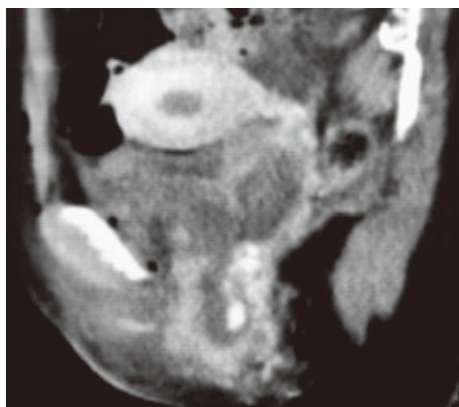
尿道完全断裂、膀胱腔瘻形成症例の造影 CT
